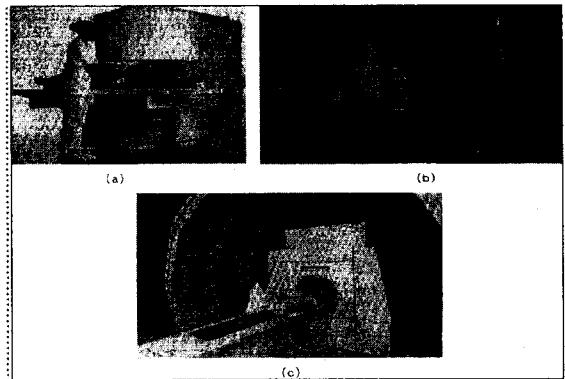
(a) 0.2T 철심형 영구자석을 사용한 개방형 MRI, (b) 한국과학기술원에서 1985년 완성한 세계 최초의 2.0T 초전도 MRI, (c) 누설자장을 철로 차폐 한 초전도 MRI.
